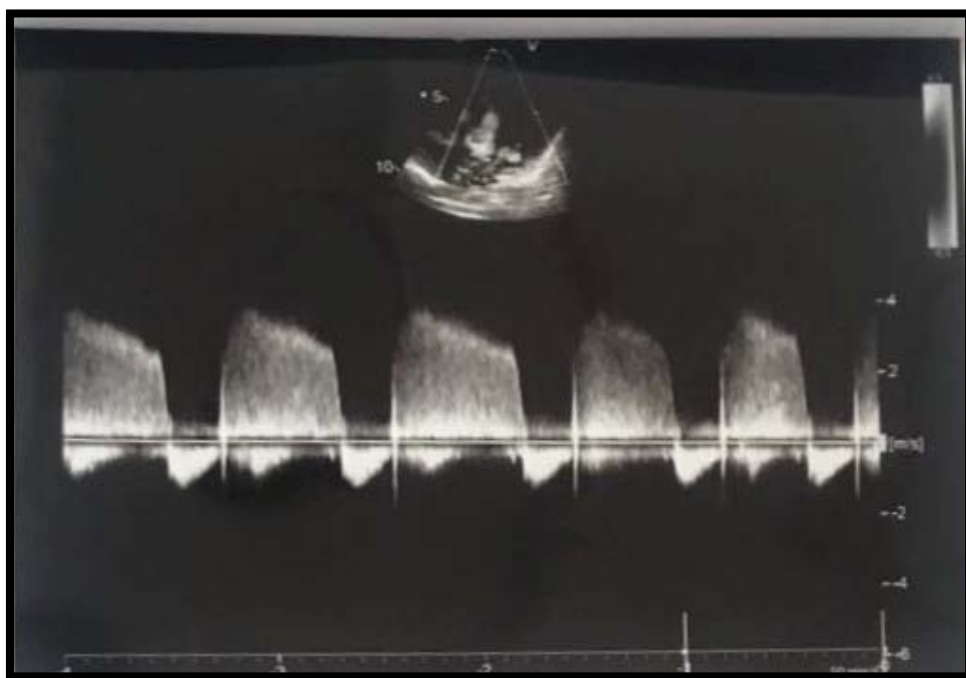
Aspect échographique d'une sténose aortique modérée sur cusps aortiques épaissis
